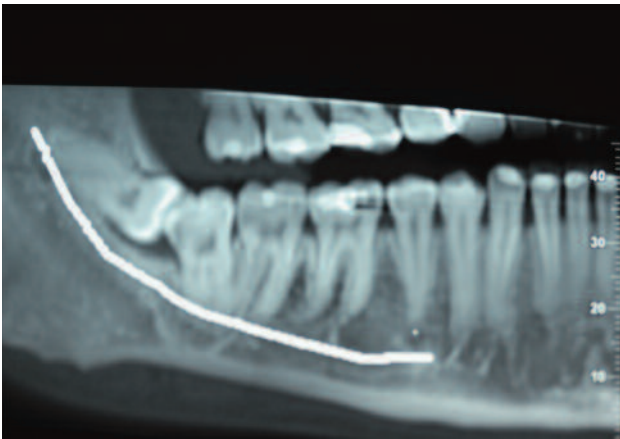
Corte panorámico en CBCT. Obsérvese la presencia del distomolar inferior derecho y tercer molar con una relación más favorable con el nervio dentario inferior.
